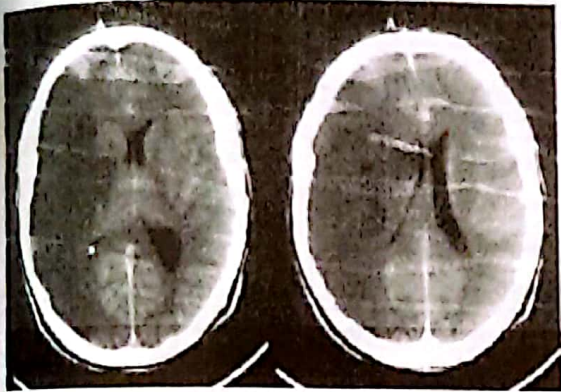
CT scan of massive infarction in the middle carotid artery territory. There is hemisphere swelling with brain shift. (Courtesy of Dr Paul Jarman.)
